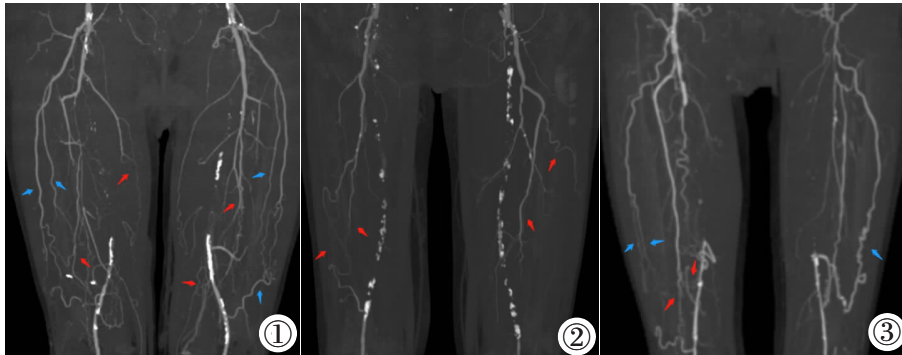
下肢 CTA MIP 图。双侧 SFA 完全闭塞,DBLCFA (蓝色箭头)和 DFA (红色箭头)形成丰富的侧支血管。图 2 双侧 SFA 完全闭塞,双侧侧支血管起源于 DFA(红色箭头),DBLCFA 形成侧支的可能性小。图 3 双侧 SFA 完全闭塞,右侧侧支血流来自 DBLCFA(蓝色箭头)和 DFA(红色箭头);左侧侧支血流主要来自 DBLCFA。
